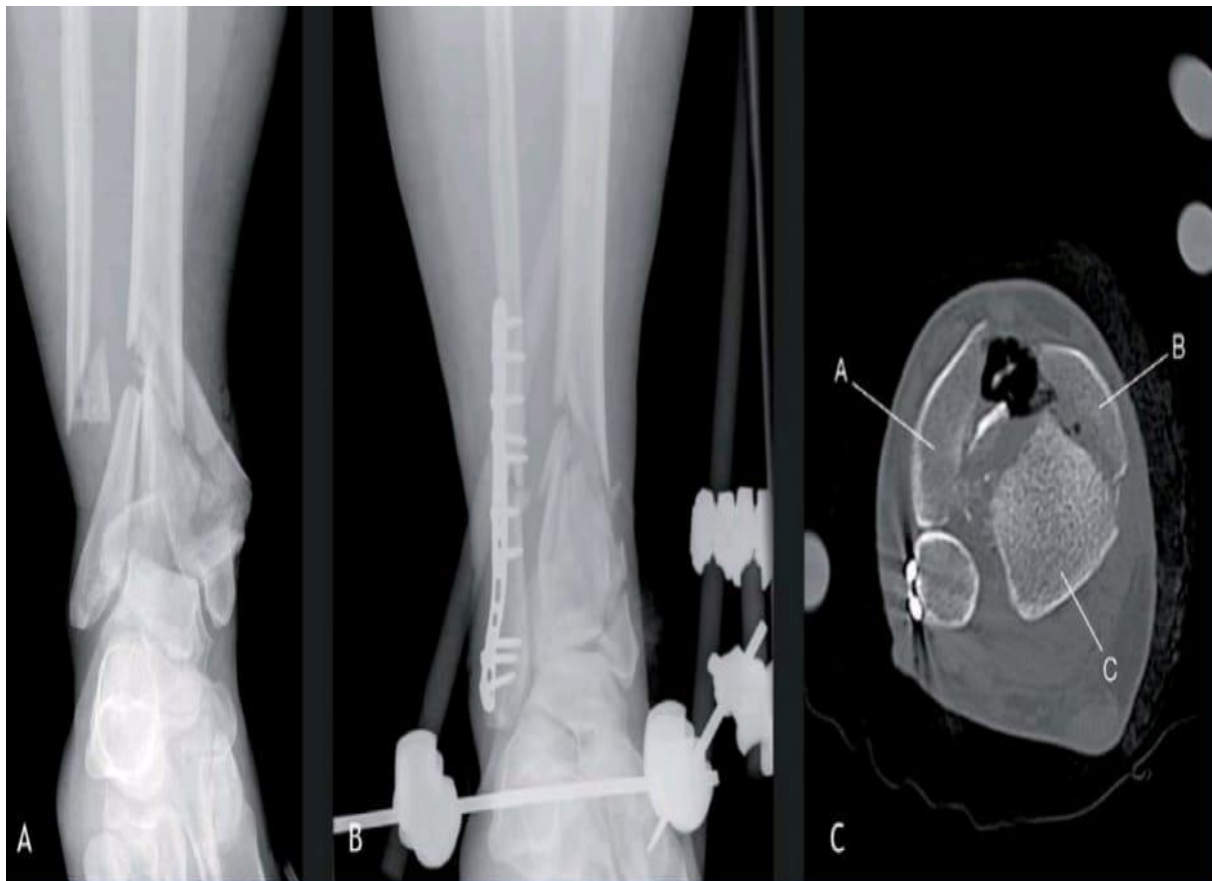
Radiografías de una fractura de pilón tibial derecho antes (A) y después de fijación externa temporal (B). TC postoperatorio (C) con fractura conminuta tipo C3 AO/OTA (A = fragmento antero-lateral, B = fragmento medial, C = fragmento posterolateral)
